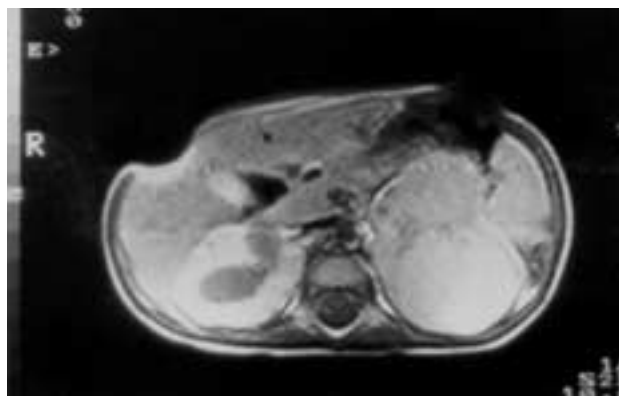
Image techniques results are specially analyzed. By ultrasound, the tumor appears as echogenic round-shaped masses. On CT scan, appears encapsulated, dense and with necrotic areas while MRI had a very low resolution to distinguish the tumor's origin.
